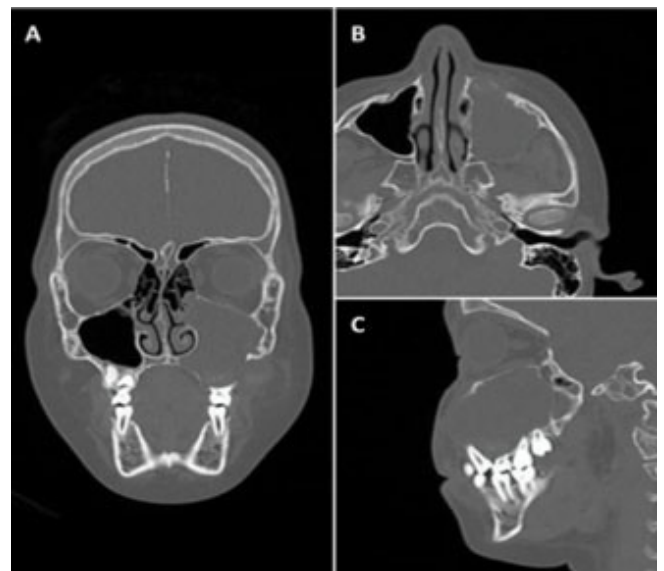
Tomografía axial computarizada (TAC) de la tumoración que genera osteólisis de la pared anterior y el piso del seno maxilar, la cual se extiende a las partes blandas de la mejilla sin evidenciar infiltración. A. Corte coronal. B. Corte axial. C. Corte sagital. Imagen propiedad de los autores.
